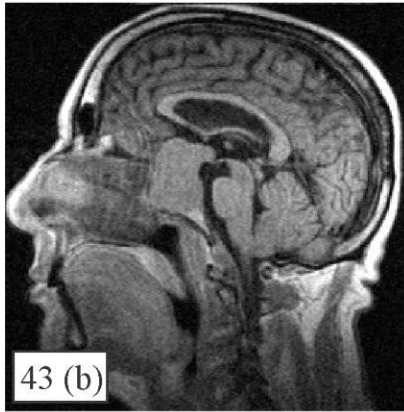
(a-f). Больной К., 62 лет, с впервые выявленной гормонально-неактивной макроаденомой гипофиза, компрессионно-ишемической невропатией зрительных нервов. На томограммах от 19.09.2008 г. (a-c) выявлена аденома объемом 21,6 куб. см с инфра-,эндо-, супраселлярным ростом. Ниже (d-f) представлены томограммы от 02.02.2009 г., выполненные спустя 5 мес. после оперативного лечения. На рисунках видно, что по ходу оперативного трансназального вмешательства даже спустя 5 месяцев сохраняется отечность мягких тканей, трудно определить нижнюю границу аденомы. И только спустя 9 мес. (рис. 44, a-c) после того, как спал отек, стал вырисовываться остаточный объем аденомы, составивший 6,9 куб. см, что лучше видно при контрастировании омнисканом (b, c). Стрелкой отмечено примерное место окончания тампонады.
